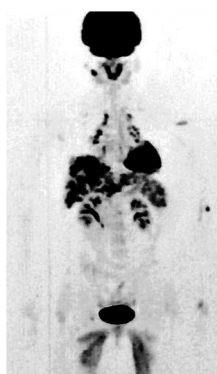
患者<sup>18</sup>F-FDGPET（2016 年）
